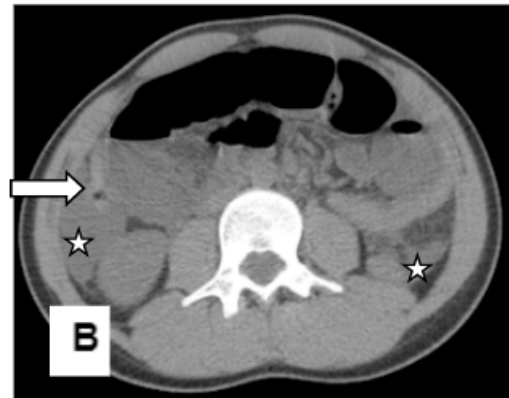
TAC. A. Corte coronal: destacan asas de intestino delgado dilatadas (señaladas con las x). B. Corte axial: presencia de líquido libre (estrella) y el colon colapsado, dentro de parámetros normales (flecha).
